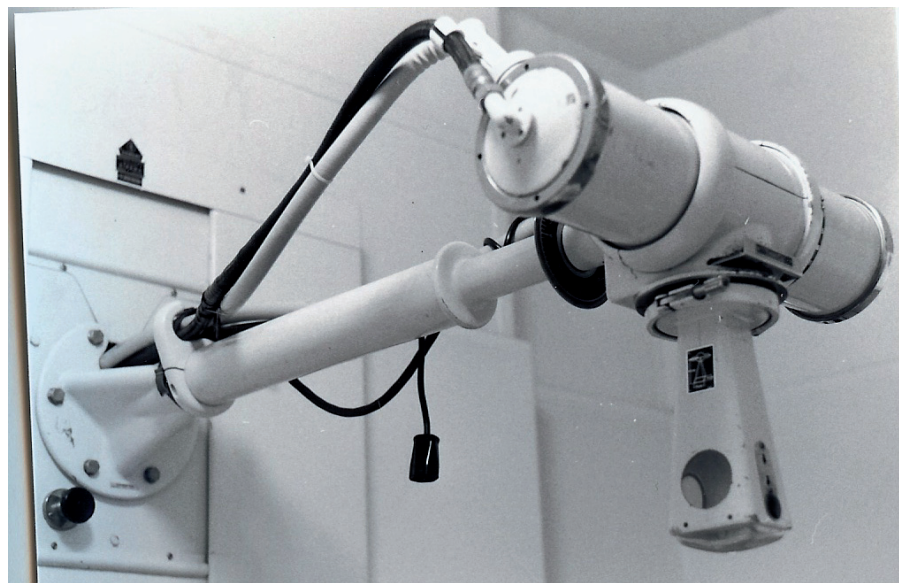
Konventionelles Röntgentherapiegerät 1975
